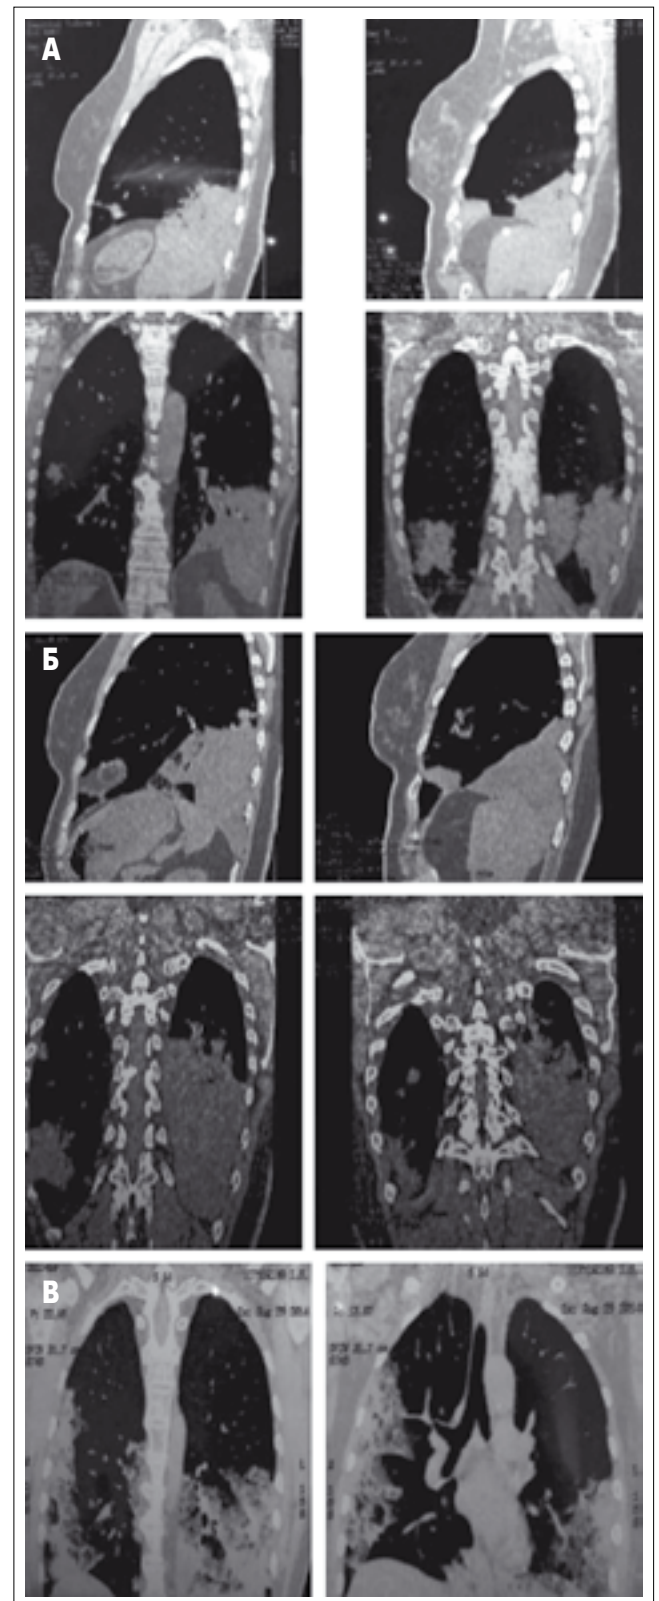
Динамика изменений в легких по данным КТ пациентки Т. А – КТ от 13.03.2014, Б – КТ от 20.05.2014, В – КТ от 29.08.2014
